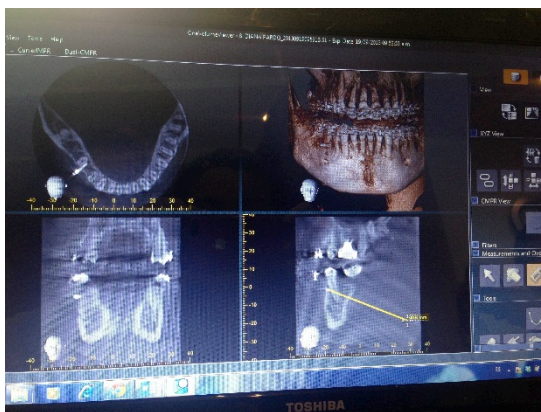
Medición desplazamiento miniimplante en tomografía.
